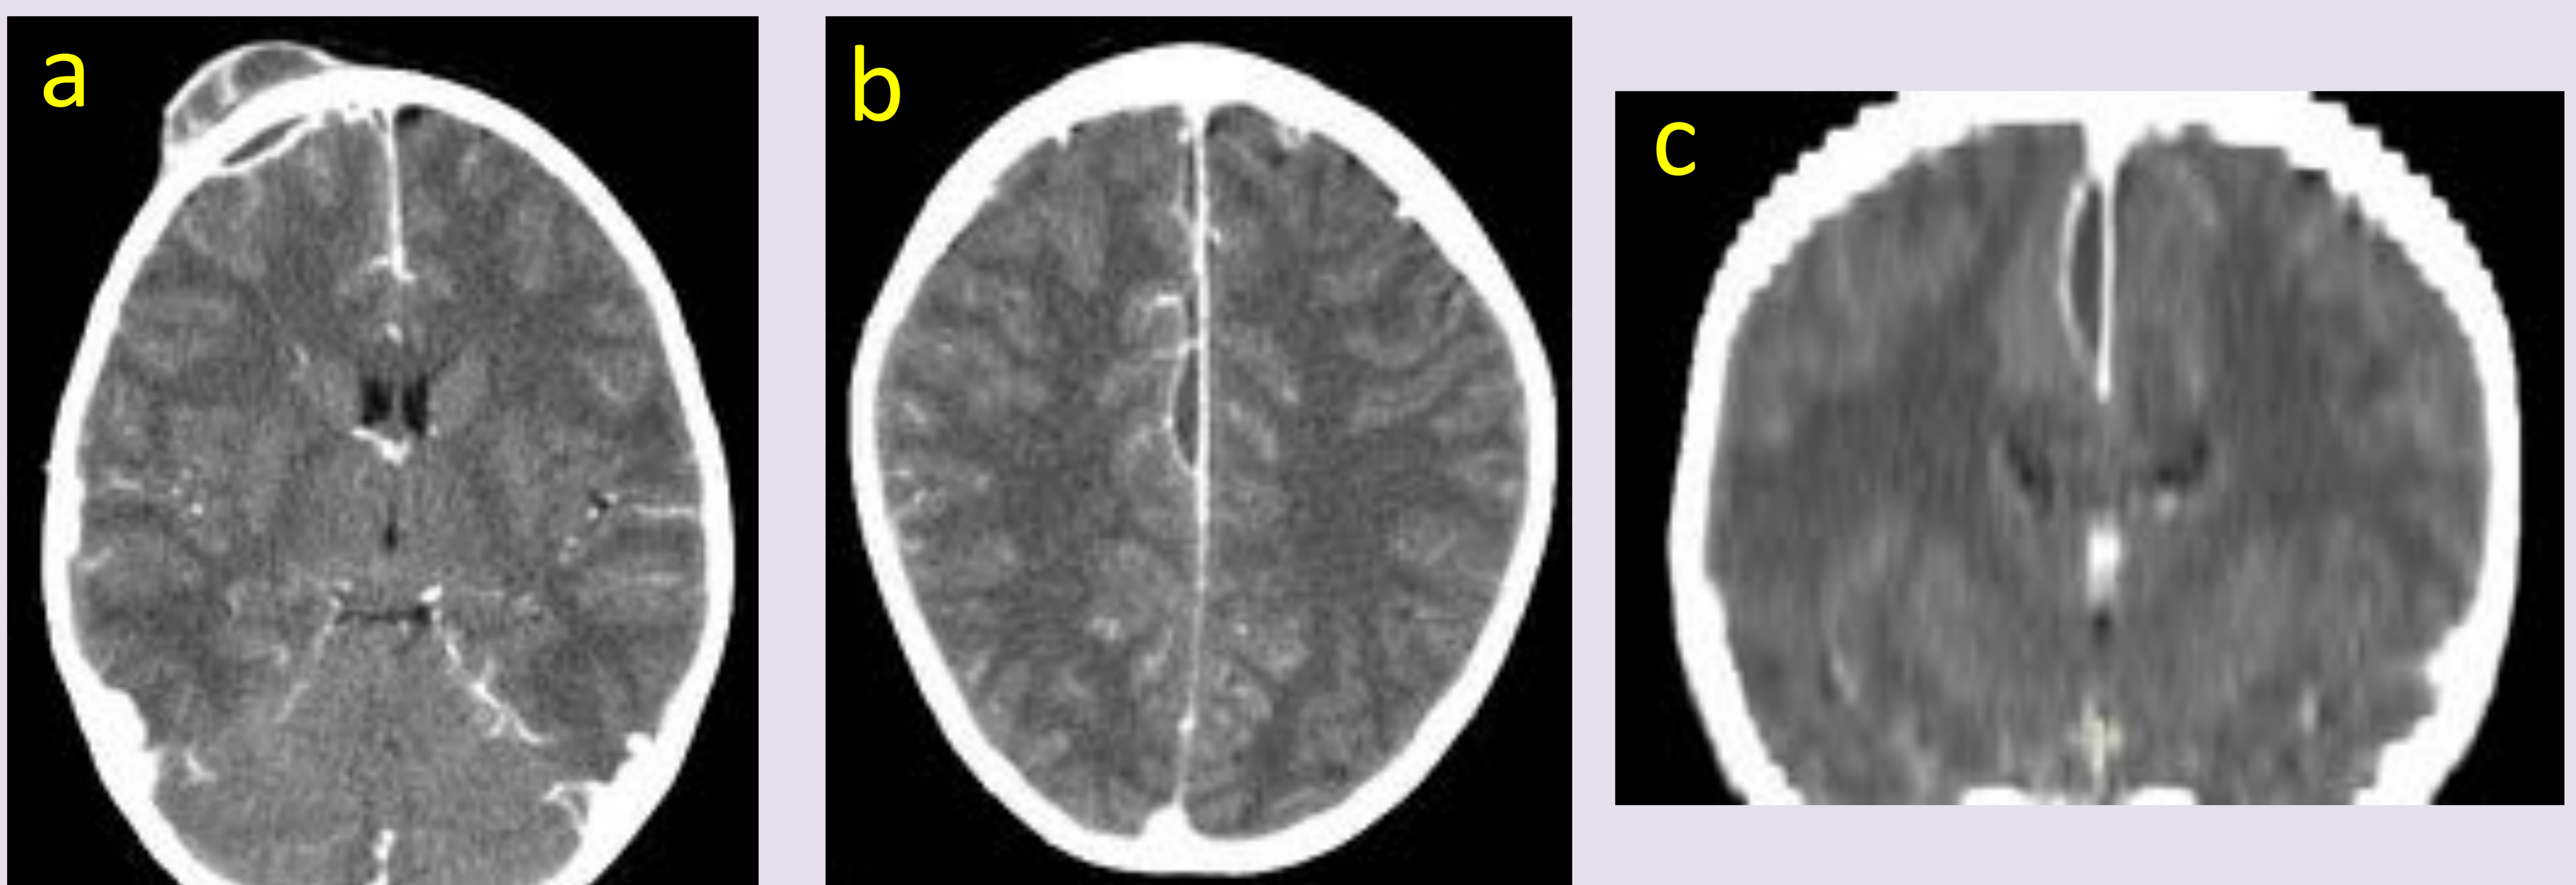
TC de cráneo con contraste intravenoso. Plano axial (a y b) y coronal (c). Colecciones hipodensas subperióstica en hueso frontal derecho y epidurales ipsilaterales, con intenso realce periférico, en relación con abscesos. Tumor hinchado de Pott con complicaciones intracraneales.
